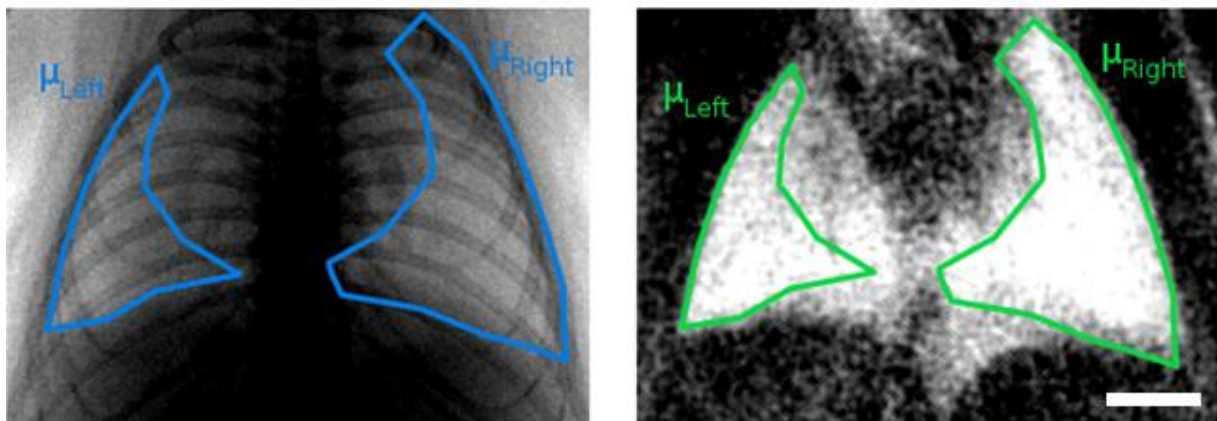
Genauere Bestimmung der Regions of interest (ROIs) in der rechten und linken Lunge in der absorptionsbasierten (a) und dunkelfeldbasierten (b) Radiographie. Die ROIs wurden hier über den gesamten Lungen ausgewählt, mit einem Fokus auf das zentrale Areal beider Lungen.
